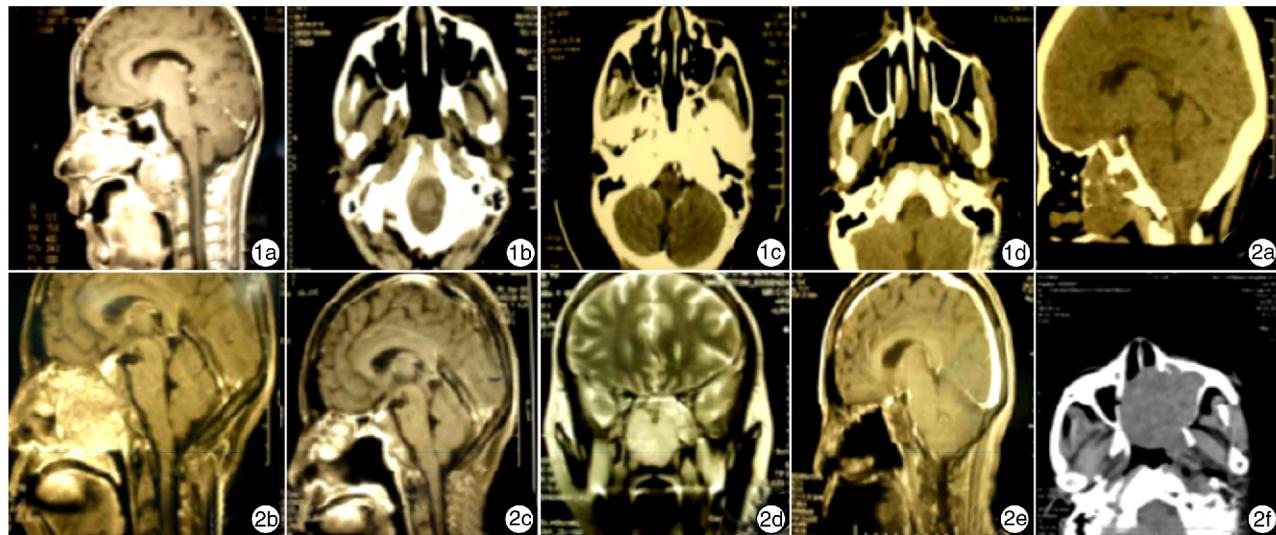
例1患者影像学检查 1a:术前鼻窦增强MRI T1WI矢状位,示病灶位于两侧颈内动脉内,侵犯斜坡及寰椎前缘,向前突入鼻腔及口腔,相应蛛网膜受压;1b~d:分别为术后1年、术后2年余、术后6年半鼻窦CT水平位平扫,均未见肿瘤复发; 图2 例2患者影像学检查 2a:术前鼻窦CT平扫矢状位,示病灶位于中颅窝底蝶鞍下及蝶骨,突入鼻咽腔,斜坡蝶鞍骨质破坏被吸收;2b:第1次术前鼻窦增强MRI T1WI矢状位,示病灶位于鼻咽部斜坡前方,其骨质结构破坏吸收;2c:第1次术后近一年鼻窦增强MRI T1WI矢状位,颅底斜坡脊索瘤术后,未见明显残留或复发征象;2d:术后6年鼻窦MRI T2WI冠状位,病灶位于鼻腔、筛窦及斜坡;2e:第1次复发术后1个月鼻窦MRI增强T1WI矢状位,未见明显肿瘤残留;2f:复发术后2年鼻窦平扫水平位,左侧上颌窦及鼻腔巨大肿块。
